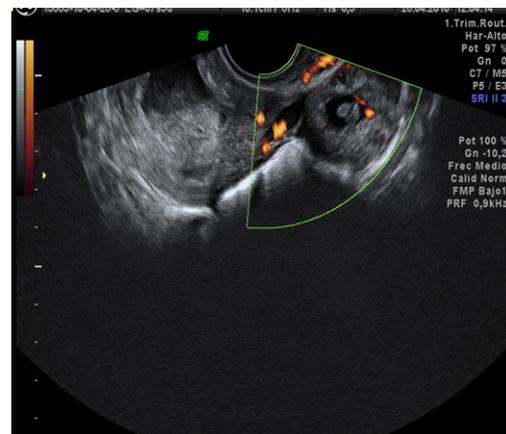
Ecografía transvaginal *power Doppler* de útero y anejo izquierdo.
